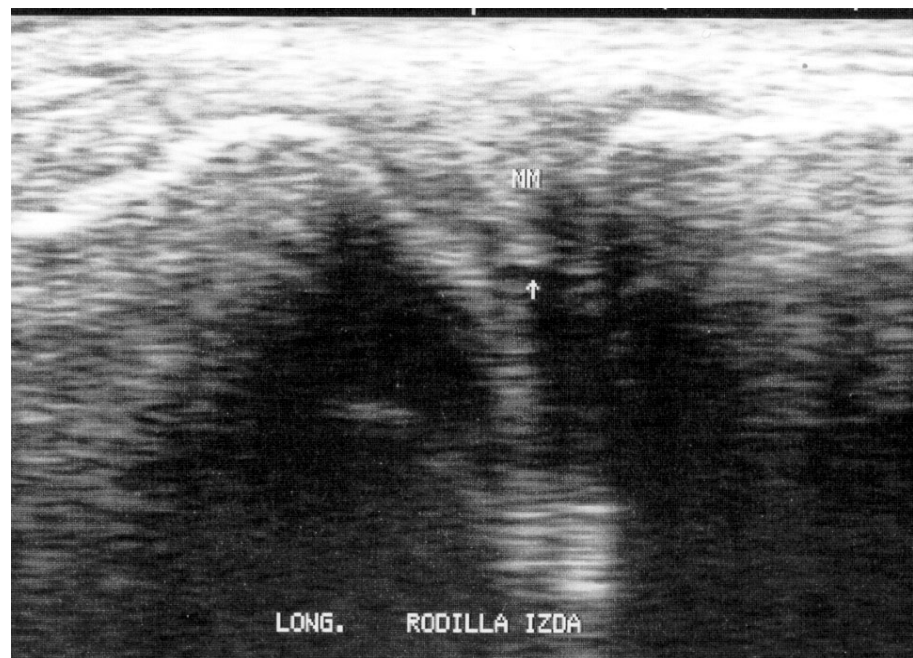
Podemos apreciar la imagen del menisco, en longitudinal, en la cual aparece un área hipoeoica señalada con la flecha. Esta imagen plantea duda sobre la realidad de lesión a ese nivel. Nosotros la planteamos como dudosa rotura que al confirmarla con resonancia se descarto como tal.
